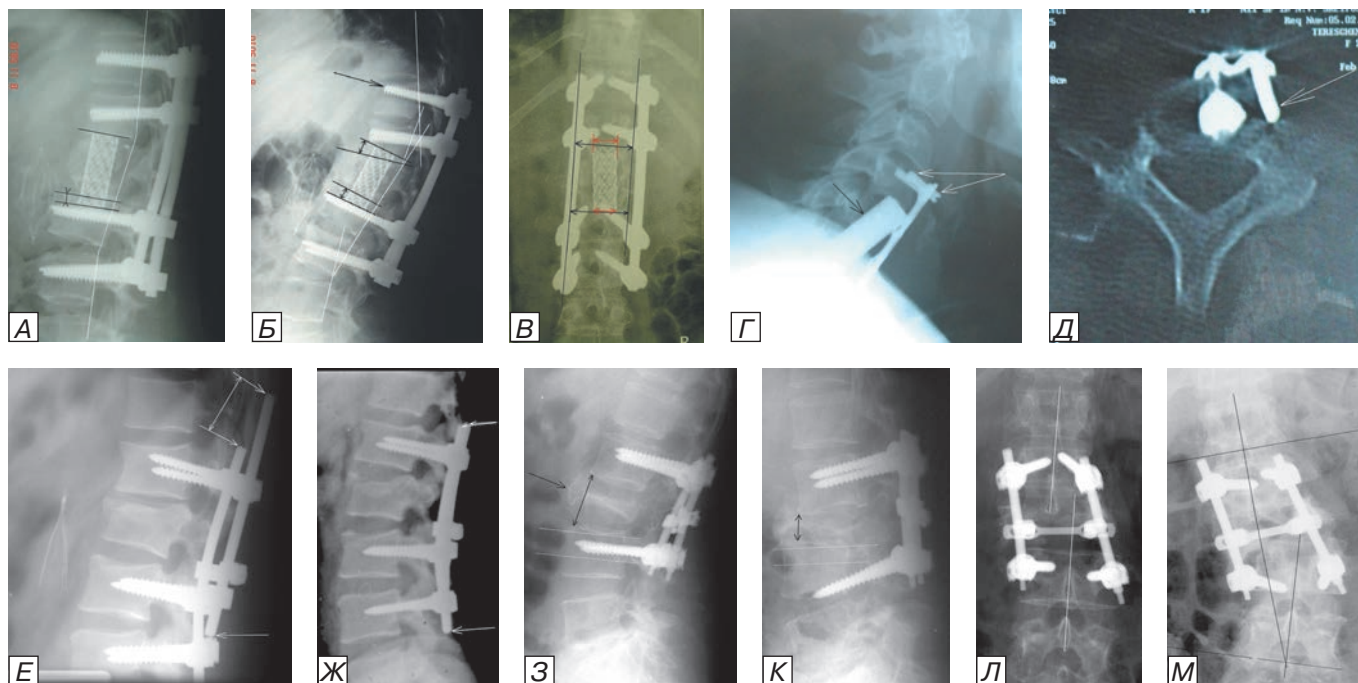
Дислокация фиксаторов и винтов: а) боковая рентгенограмма нижнегрудного и верхнепоясничного отделов позвоночника больного X. с компрессионным переломом L1 позвонка сразу после операции; б) через 2 мес после операции; в) прямая проекция: несмотря на 8-винтовую транспедикулярную фиксацию и произведенный передний спондилодез сетчатым имплантатом (МЭШ), уже сразу после операции нижняя часть сетчатого имплантата продавila верхнюю замыкательную пластинку L2 позвонка и опустилась на левый винт; через 2 мес верхняя часть этого имплантата тоже продавila нижнюю замыкательную пластинку Th12 позвонка, что привело к нарастанию кифоза и дислокации верхних винтов (черная стрелка). Причина этого — несоответствие площади сетчатого имплантата и его опорной поверхности замыкательных пластинок позвонков (автор, изобретший сетчатый имплантат, очень быстро отказался от его применения без концевых опорных пластинок, т.к. убедился в его несостоятельности и продавливании им замыкательных пластинок позвонков); г) боковая рентгенограмма шейного отдела позвоночника больной Т. после операции корпорэктомии C5,6, спондилодеза C4-7 никелидом титана и титановой пластиной и д) КТ в аксиальной проекции тела C4 позвонка этой же пациентки: винты введены — один в диск, второй — в мягкие ткани левее тела позвонка (белые стрелки), протез из никелида титана стоит некорректно — сместился кпереди верхний край (черная стрелка); е) боковая рентгенограмма поясничного отдела позвоночника через 2 года после операции транспедикулярного спондилодеза L1-3-4 позвонков по поводу компрессионного перелома (тип A2) L2 позвонка (кпереди от позвонков λ-образная тень от кава-фильтра) — видна дислокация стержня вверх (стрелки); ж) боковая рентгенограмма того же пациента через 5 суток после операции (первый опыт использования мультиаксиальных винтов и отламывающихся гаек: оказалось, гайку после отламывания необходимо дотягивать ревизионной отверткой на 1/4-3/4 поворота); з) боковая спондилограмма поясничного отдела позвоночника больной 3. после ТПФ L2-4 позвонков по поводу компрессионного перелома L3 позвонка (тип A3) (черная стрелка): нижние винты находятся в пределах ножек L4 позвонка, высота между телами L2-L4 позвонков 4,5 см. У пациентки был выраженный остеопороз и она отказалась от второго этапа операции — переднего спондилодеза и в результате произошли миграция нижних винтов (к — боковая рентгенограмма через 2 мес) и сближение тел позвонков L2, L4 (стрелки); л) фронтальная рентгенограмма области операции этой же больной сразу после операции и м) через 2 мес после операции — видно смещение нижних винтов к нижним отделам L4 позвонка и смещение позвоночного столба вправо с достаточно грубой сколиотической деформацией (предотвращение этой проблемы — дополнить ТПФ вертебропластикой и провести передний спондилодез протезом тела позвонка типа «Obelisc», укрепленного органическим цементом «Kryptonite»).
